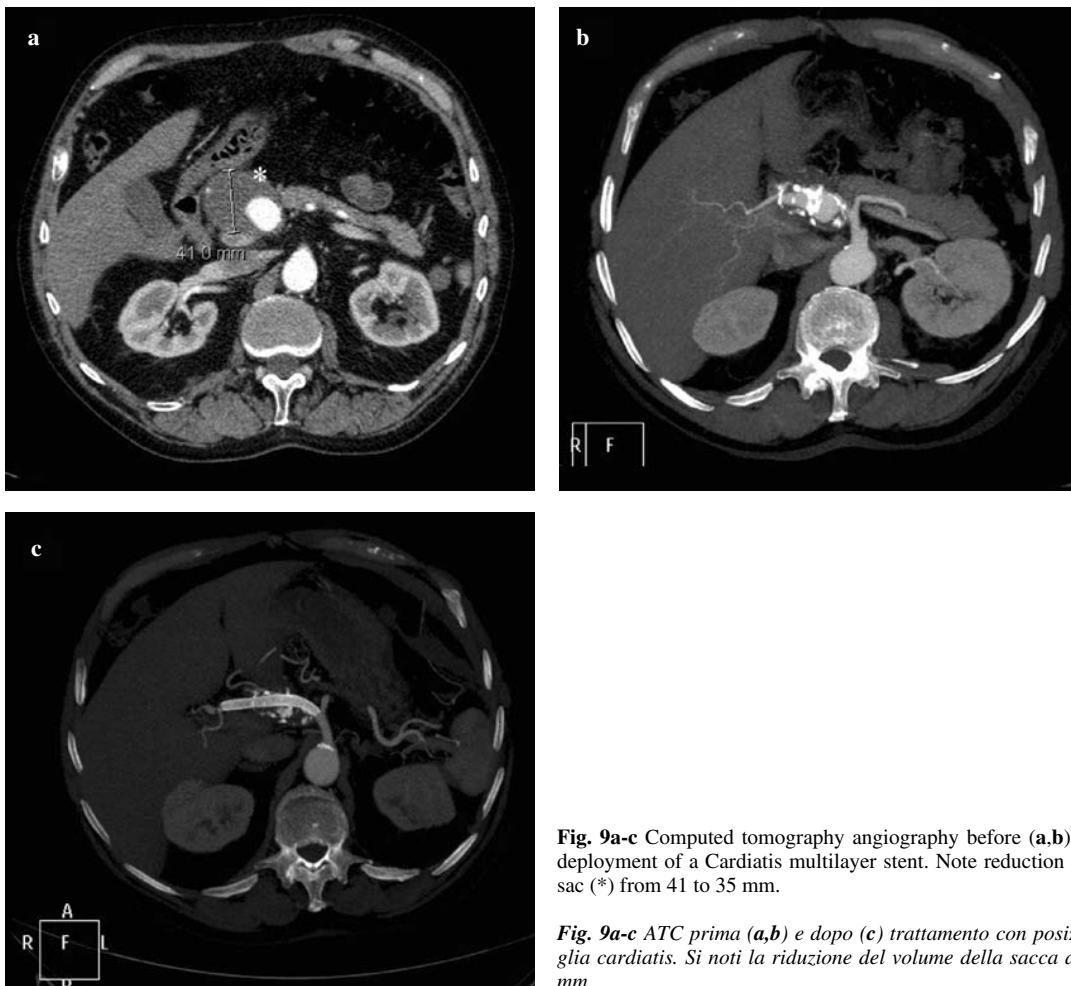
Computed tomography angiography before (a,b) and after (c) treatment with deployment of a Cardatis multilayer stent. Note reduction in volume of the aneurysmal sac (*) from 41 to 35 mm.
